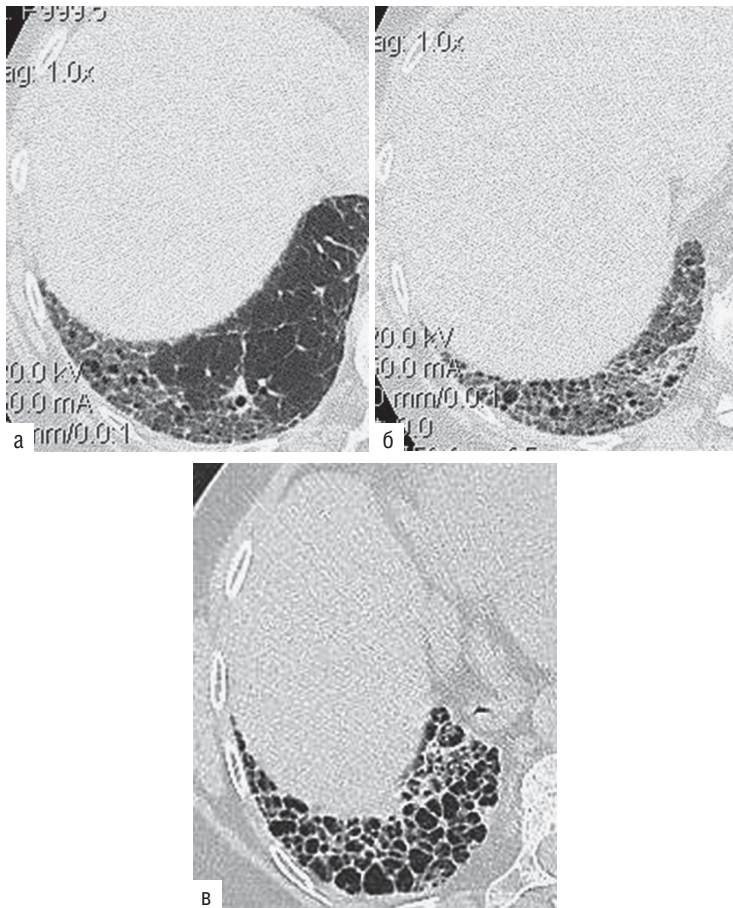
Этапы формирования «сотового легкого» на высокоразрешающей компьютерной томографии. Больная идиопатическим легочным фиброзом. Высокорастворяющая компьютерная томография от 2013 г.: а — КТ-картина «матового стекла» в нижнезадних субплевральных отделах, незначительное расширение просвета мелких бронхов (начальные признаки уменьшения объема). Высокорастворяющая компьютерная томография от 2015 г.; б — КТ-картина стойкого «матового стекла», формирование мелких единичных «сот», тракционных бронхиолоэктазов (признаки уменьшения объема, фиброзных изменений в легочной ткани). Высокорастворяющая компьютерная томография от 2017 г.; в — формирование «сотового легкого» с множественными крупными «сотами», увеличение объема эпиплевральной жировой клетчатки (стадия обычной интерстициальной пневмонии)
